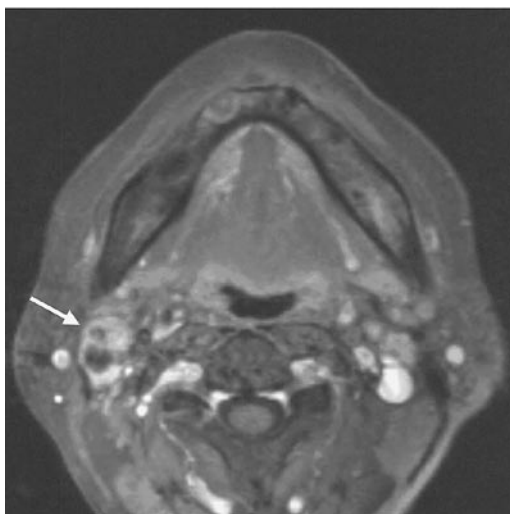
(左) : 脂肪抑制造影後 T1 強調 MRI ; リンパ節内部に造影されない低信号域が認められる
